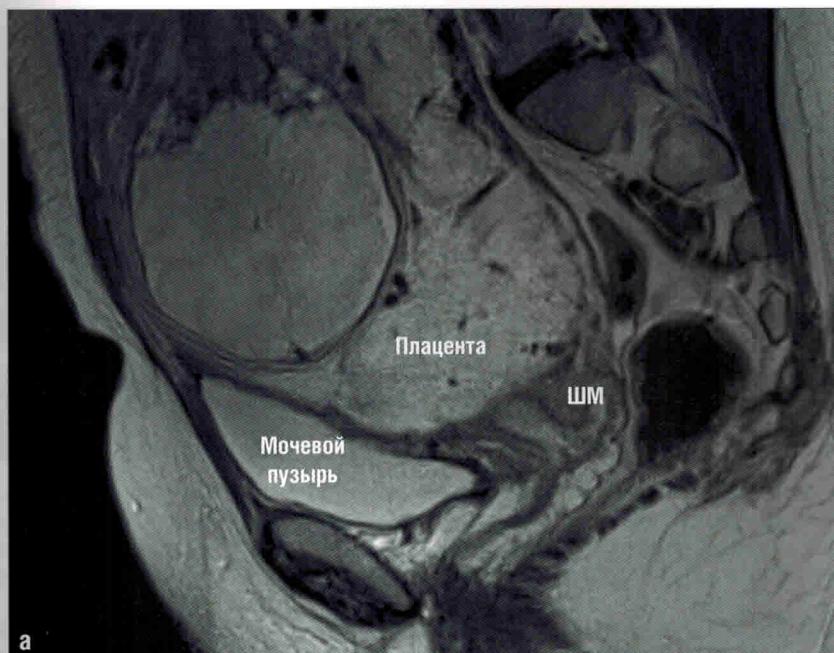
Беременность 32 нед. МРТ плаценты. Завершающий, «тазовый», этап исследования. Т2-ВИ в сагittalльной (а) и аксиальной (б) плоскостях: обозначены плацента, ШМ — шейка матки и мочевой пузырь
